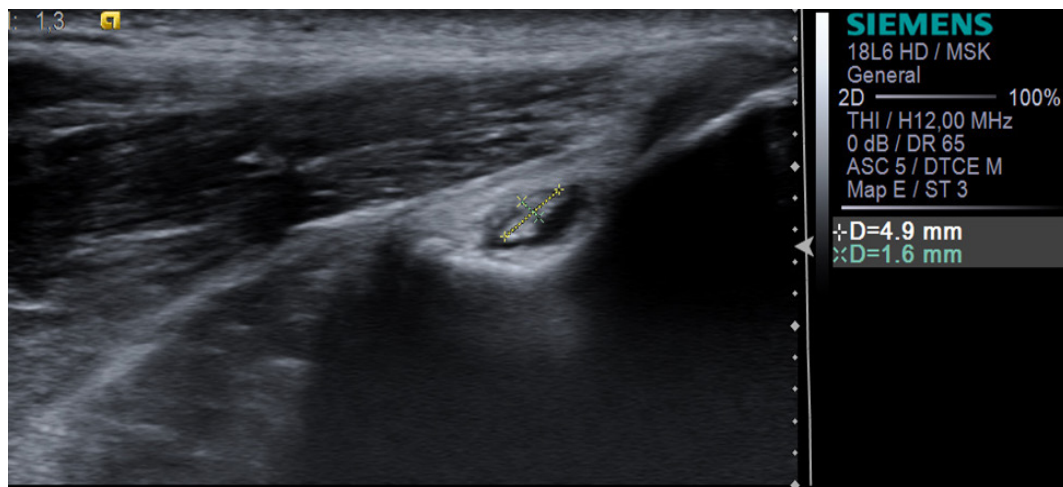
Pacient D.T., masculin. La inserția tendonului comun al flexorilor aspect neomogen bilateral; pe dreapta. Formațiune hiperecogenă ovalară cu halou anecogen în jur – calcificare 4,9/1,6 mm. Semnal Doppler absent. Diagnostic: epicondilită medială.
